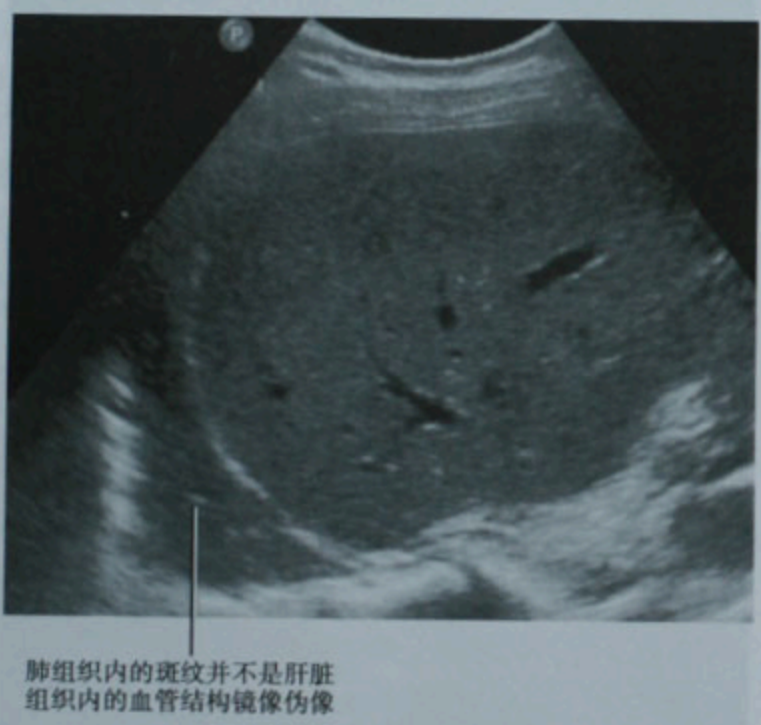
右上腹部疼痛的患者,超声首先检测出右下叶肺炎,该诊断被胸部放射学检查确认
